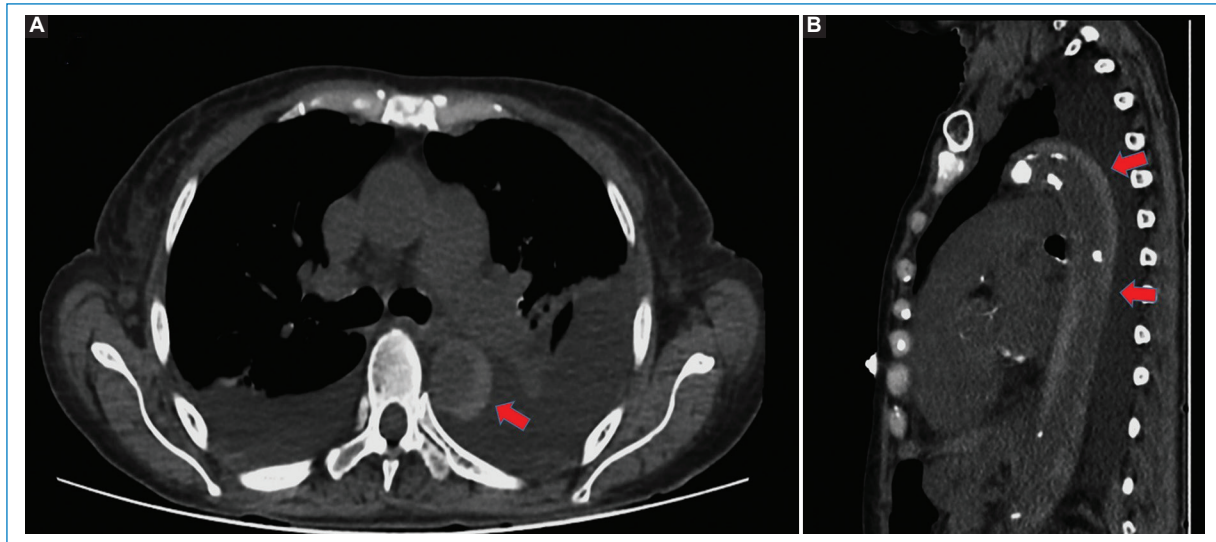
Angiotomografía de cuerpo entero, en corte axial (A) con reconstrucción multiplanar en plano sagital (B), en fase simple (sin contraste intravenoso). Se observa (ver flechas) una imagen hiperdensa en forma de semiluna que compromete la pared lateral de la aorta, iniciando en la aorta torácica descendente y extendiéndose hasta la aorta abdominal, hallazgo compatible con hematoma intramural aórtico Stanford tipo B.
